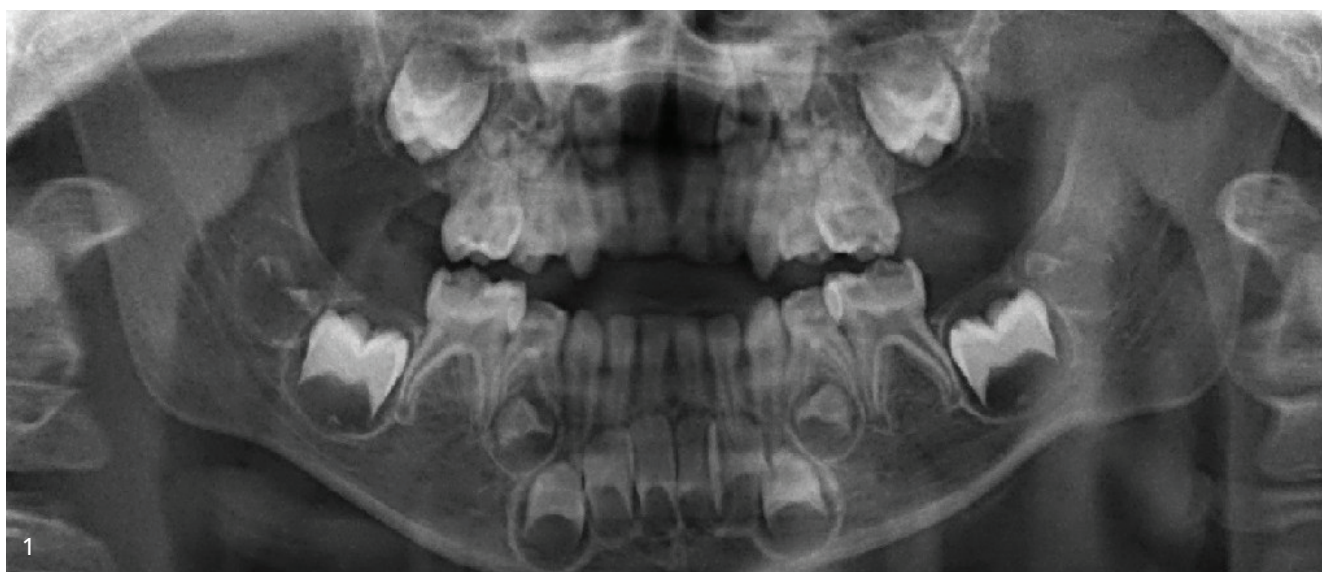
Ausschnitt eines OPGs von überwiesenem vierjährigem Kind bei Erstbesuch. Das OPG zeigt die Anlage aller bleibenden Zähne mit Ausnahme der beiden unteren zweiten Prämolaren und der vier Weisheitszähne, die sich erst später im Leben entwickeln. Fast alle Milchzähne weisen auch röntgenologisch Karies auf, was das klassische Bild einer schweren ECC bietet. Entsprechend der negativen Schmerzanamnese waren keine apikalen oder interradikulären Ostitiden diagnostizierbar, und bei vielen kariösen Defekten war eine klare Regression der Pulpa erkennbar, sodass zwischen den tiefen Läsionen und der Pulpa ein deutliches Dentinband sichtbar war.
